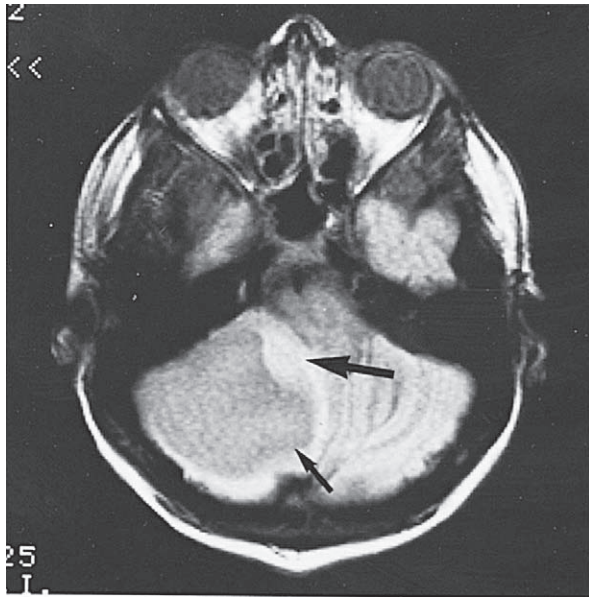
Astrocitoma quístico del cerebelo. La MRI demuestra el gran componente quístico del tumor (flecha más pequeña) y el componente de tejido sólido (flecha de mayor tamaño). (Tomada de Bisese JH: *Cranial MRI*, New York, McGraw-Hill, 1991, con autorización.)
